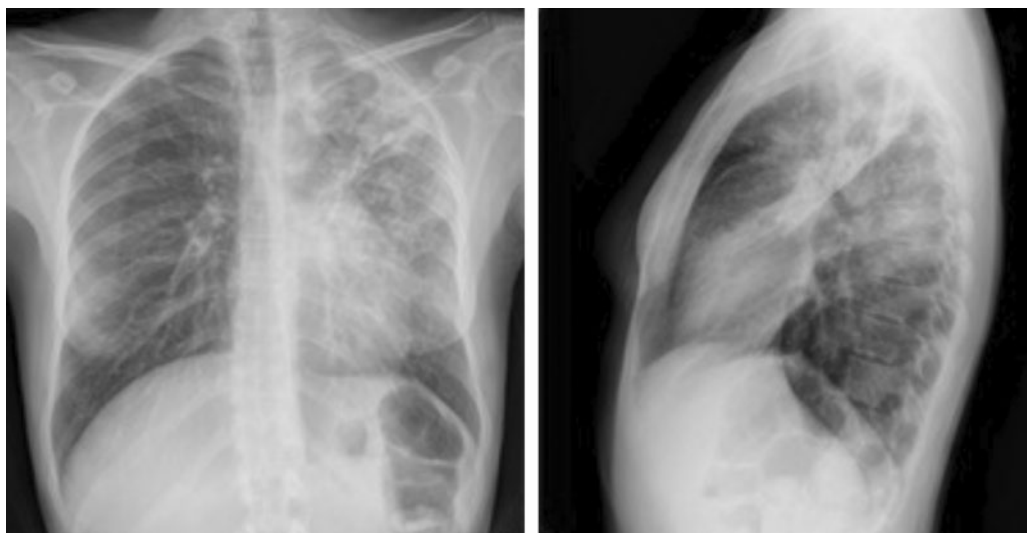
Radiografía de tórax pósterio-anterior y lateral de la paciente
